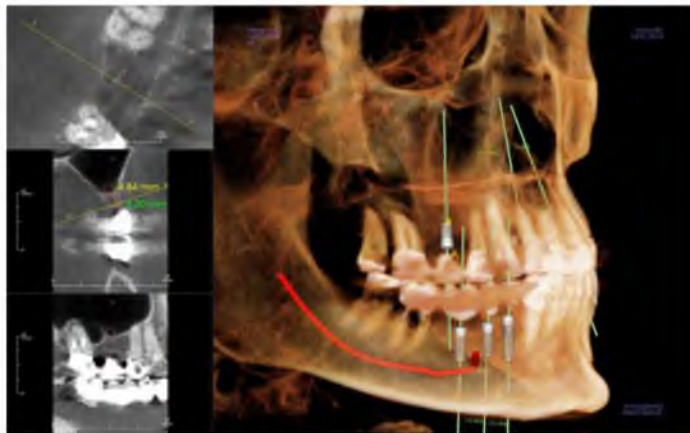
Tomografía Computarizada de Haz Cónico con planificación virtual de implantes. Fuente: Studio 3D
